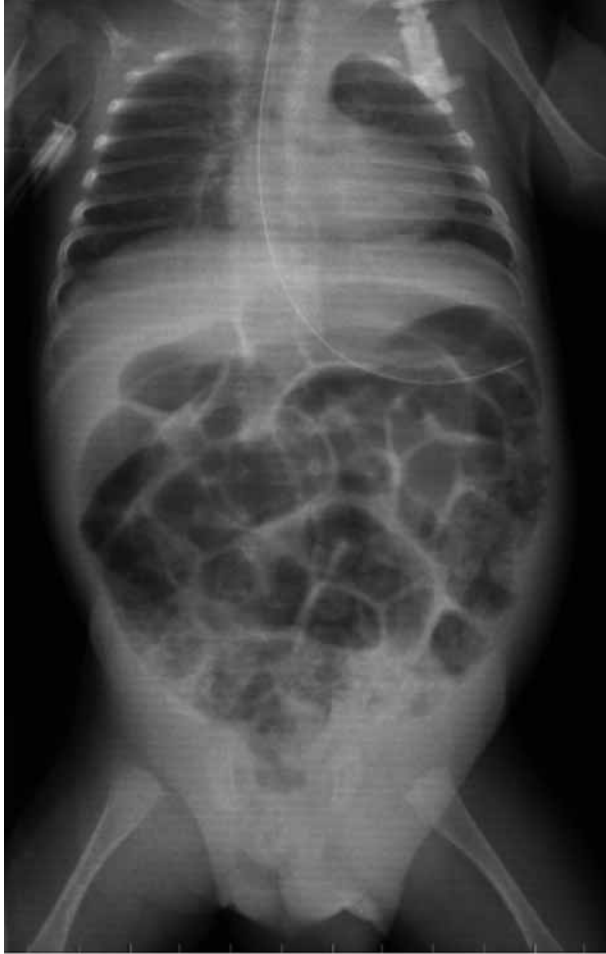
Radiografía del paciente en el momento del diagnóstico de oclusión intestinal. Se observa gran distensión de asas así como la presencia de aire en la región inguinal derecha.
